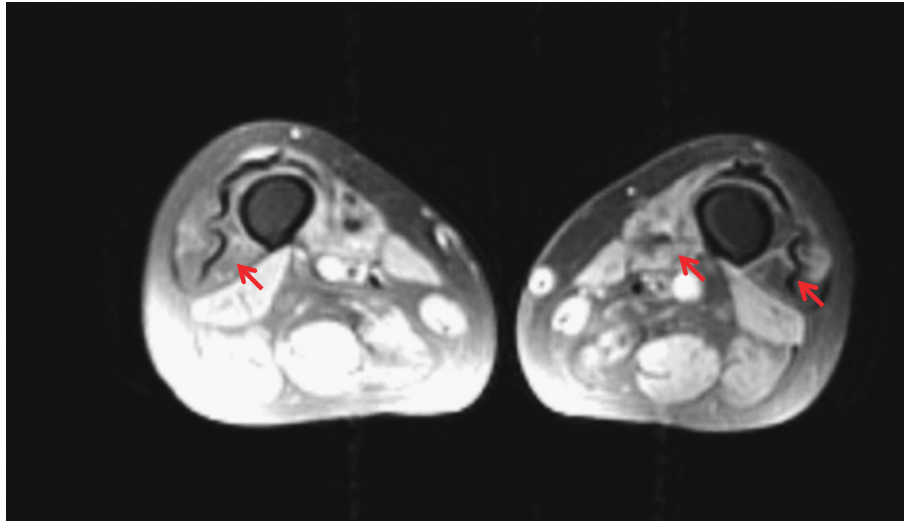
Fat suppression magnetic resonance image of lower limbs. Symmetrical atrophies with fatty degeneration are revealed in lateral quadriceps and hamstrings (arrow heads).
